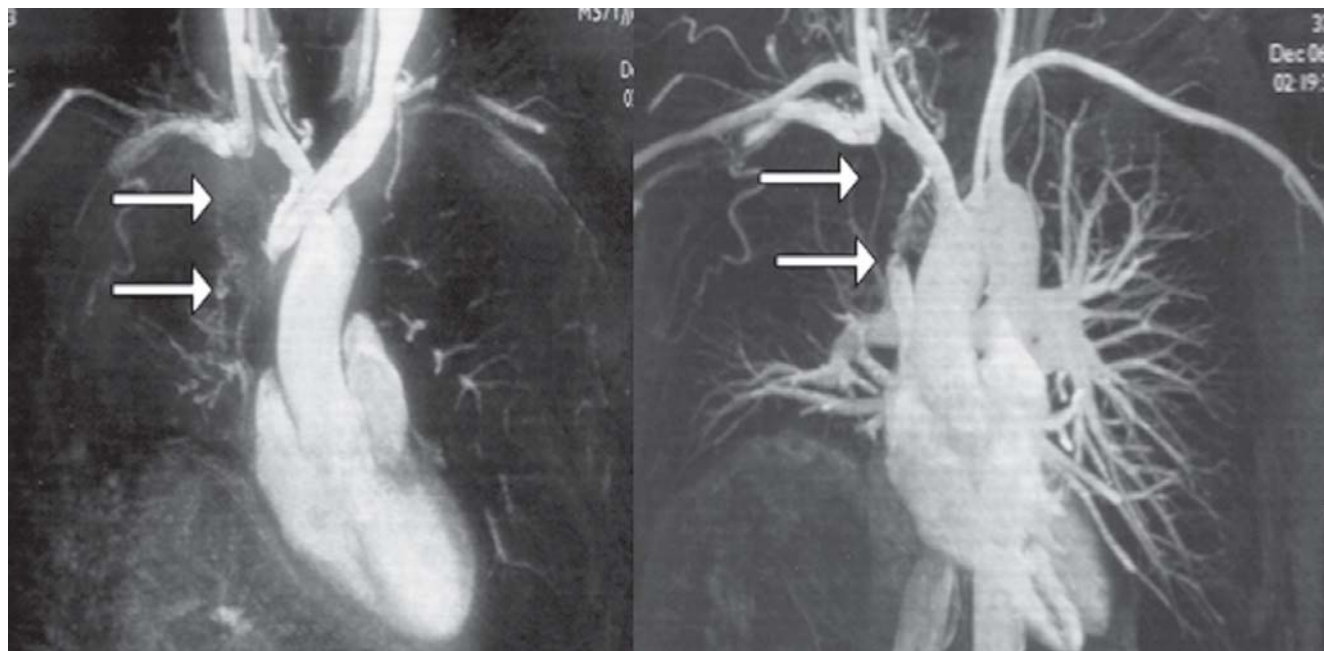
Imagens da angiorressonância venosa e arterial dos vasos torácicos. As setas indicam a oclusão da veia cava superior e inominada direita causada por uma massa discretamente heterogênea localizada na região do mediastino médio e anterior
